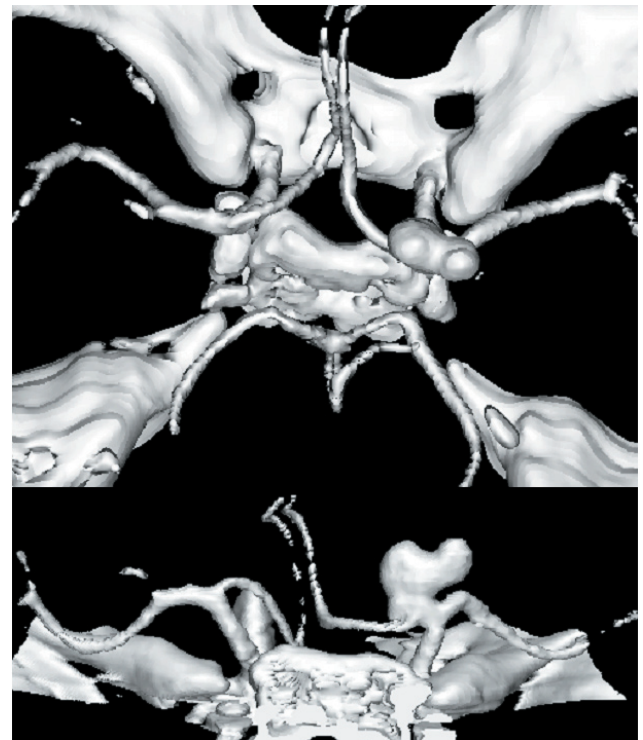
Diagnóstico por imagen de los AnBIF. Estudio con angio-TAC-3D de un aneurisma multilobulado derecho en una visión superior y posterior.
